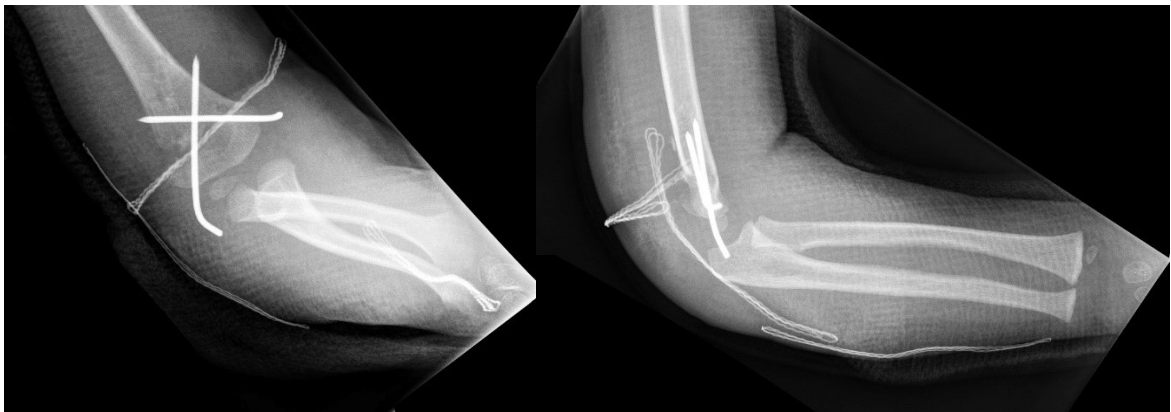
Fall 189: Röntgenbild zwei Tage postoperativ
